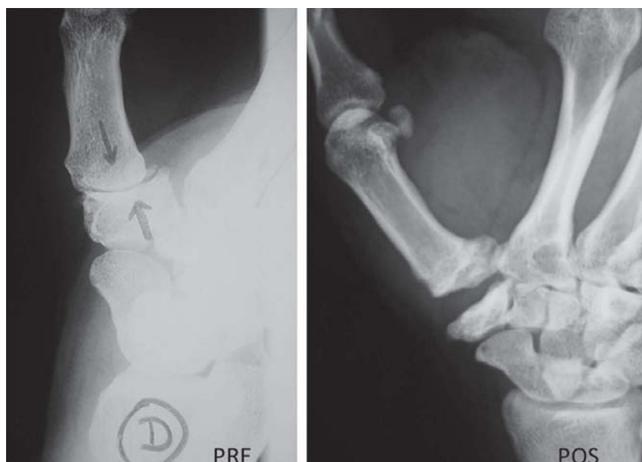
Paciente de sexo femenino de 56 años, con artrosis trapecio-metacarpiana derecha dolorosa; a la izquierda se observa la radiografía preoperatoria, con estrechamiento del espacio articular, osteofitos marginales y quistes subcondrales. A la derecha, radiografía posoperatoria a los 13 meses de la tendosuspensión de Brunelli y resección parcial del trapecio. No hay colapso y se mantiene un buen espacio y buena estabilidad.
